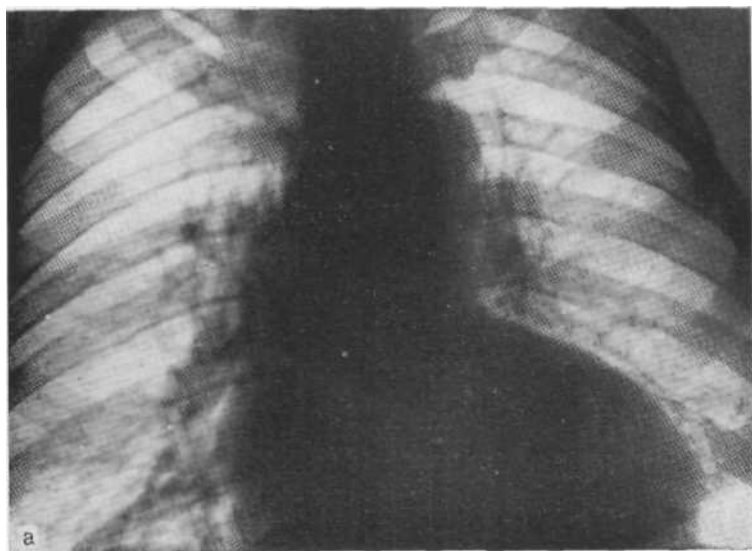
Рентгенограммы в прямой (а) и боковой (б) проекциях. Наддиафрагмальная бронхогенная киста средостения, расположенная за сердцем.
